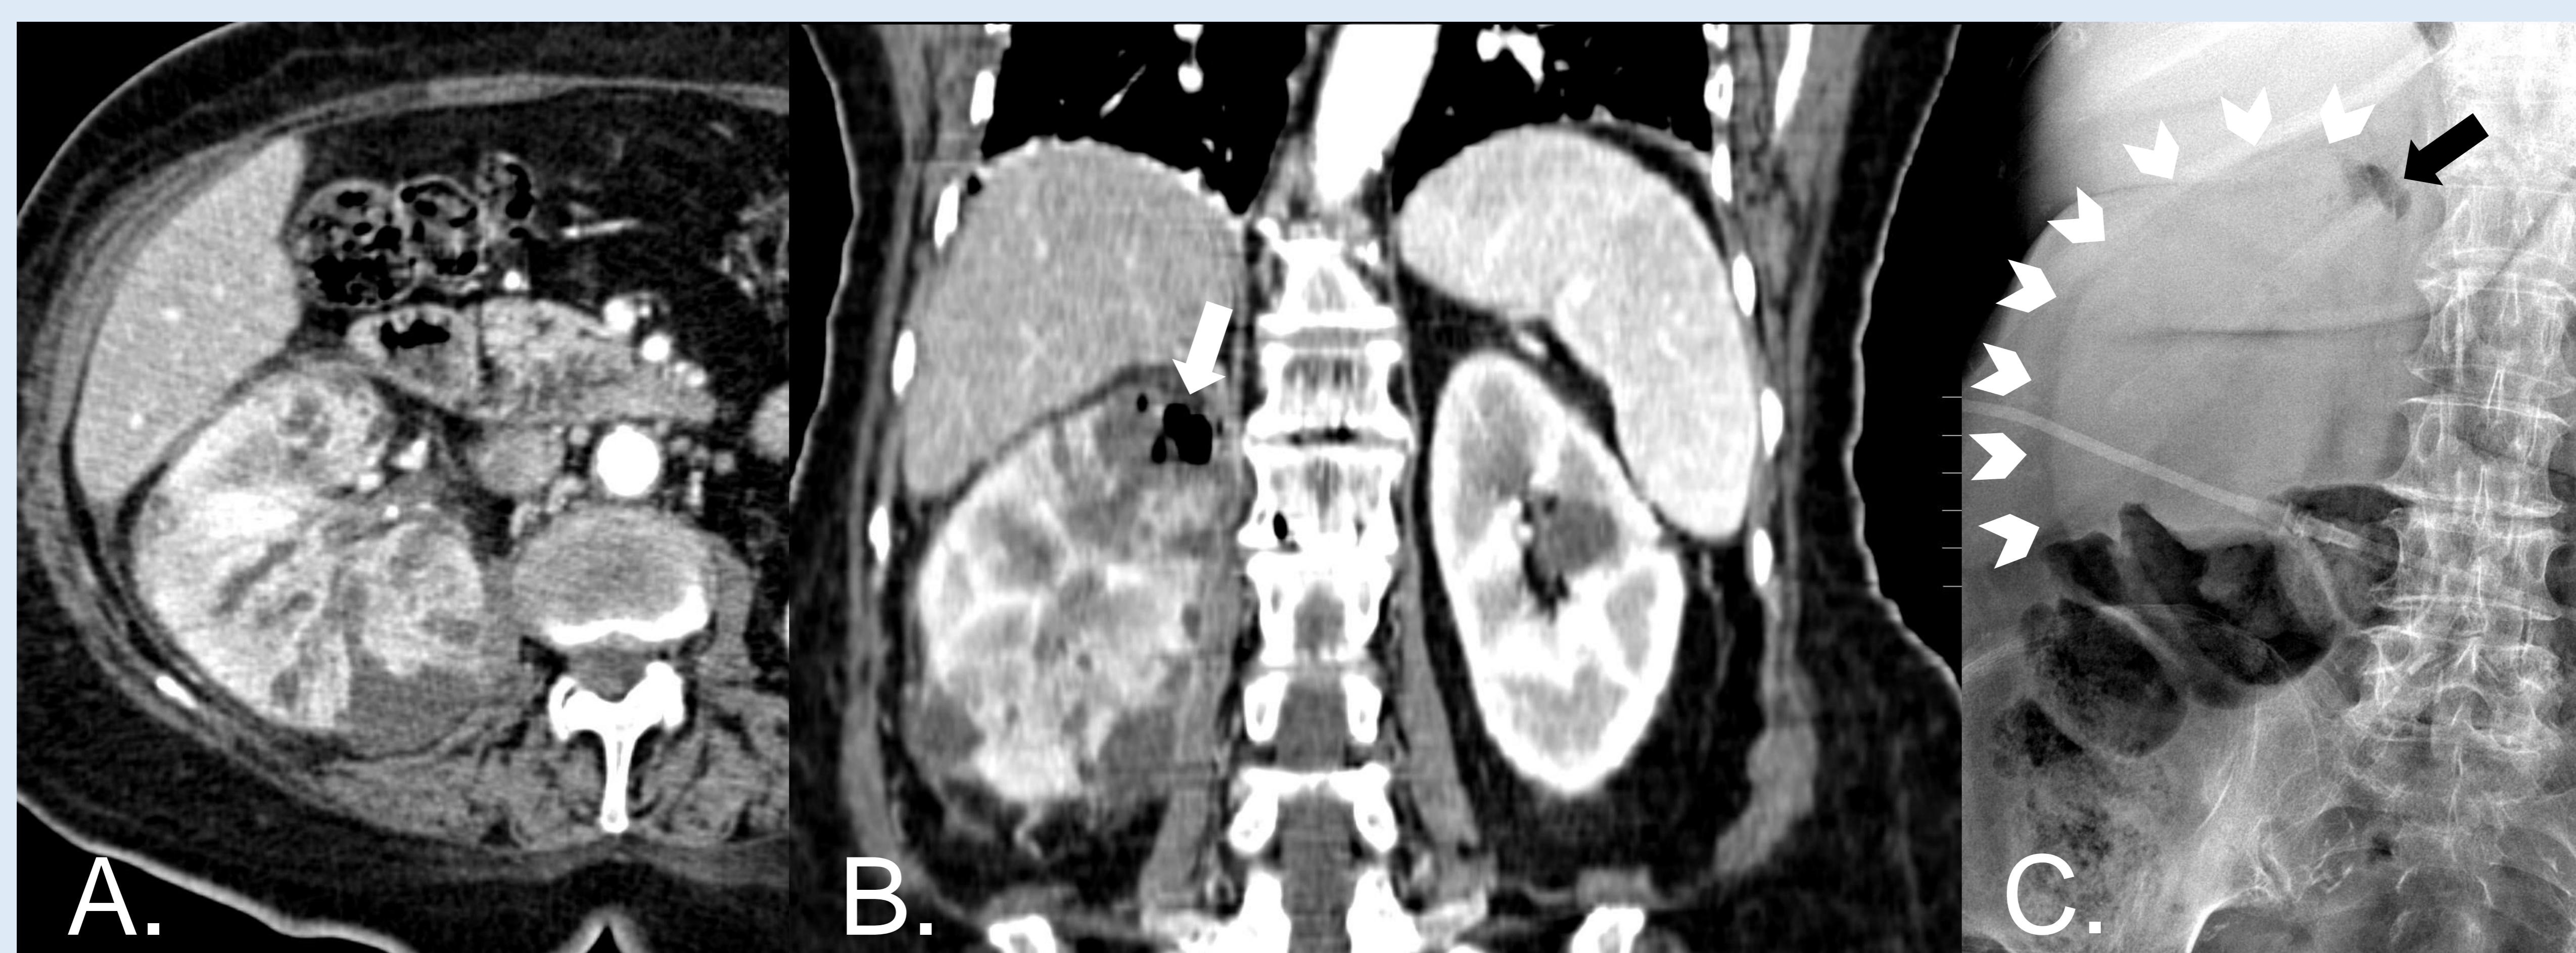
A y B. Imágenes axial y coronal de un paciente ingresado con diabetes mellitus descompensada que presenta cuadro febril, en las que vemos múltiples colecciones renales derechas, presentando la del polo superior (flecha blanca), contenido hidroaéreo en su interior, compatible con pielonefritis enfisematosa. C. RX simple de abdomen en la que se delimita la silueta renal (puntas de flechas blancas) viéndose gas en la parte más superior de la fosa renal (flecha negra), hallazgos que se correlacionan con los de la TC.
